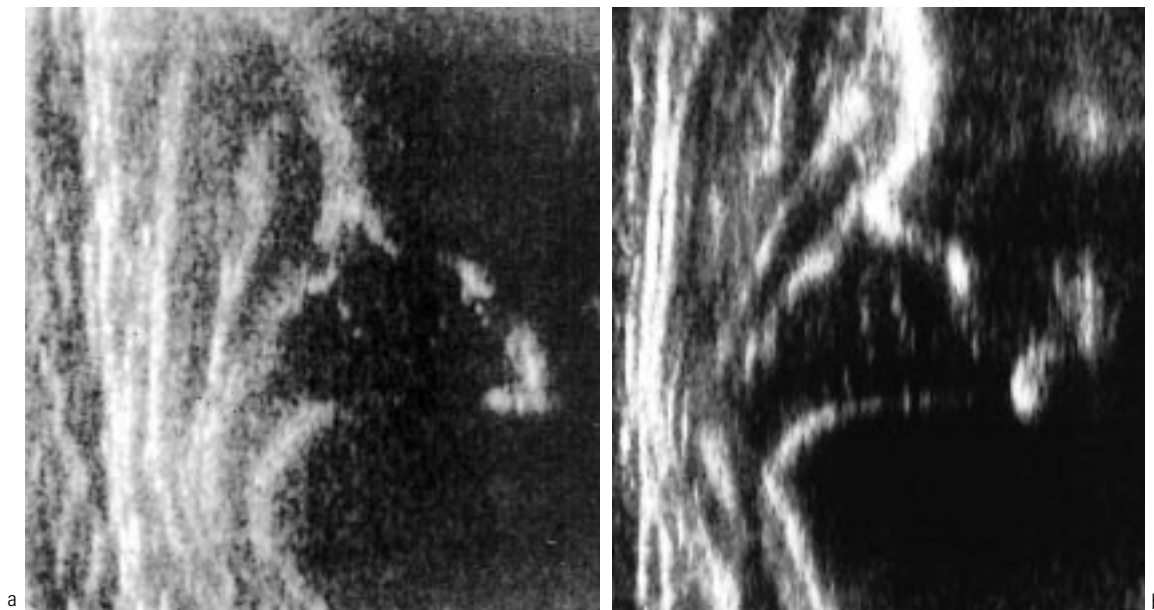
Échographie — mauvais plans de coupes.
